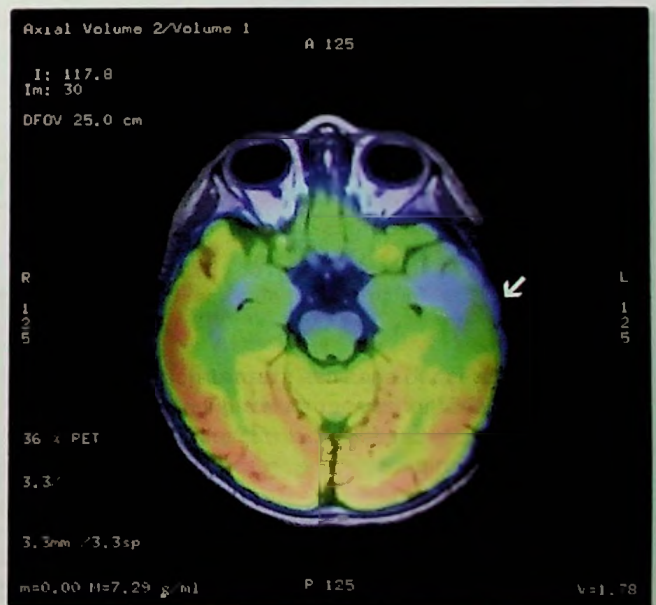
Tomografía por emisión de positrones (PET). Imagen obtenida mediante PET [imagen coloreada] sobreimpuesta a la imagen por resonancia magnética de un paciente con epilepsia. La imagen muestra un descenso del metabolismo en torno al lóbulo temporal del hemisferio izquierdo [flecha blanca] indicando una anomalía en dicha región.
